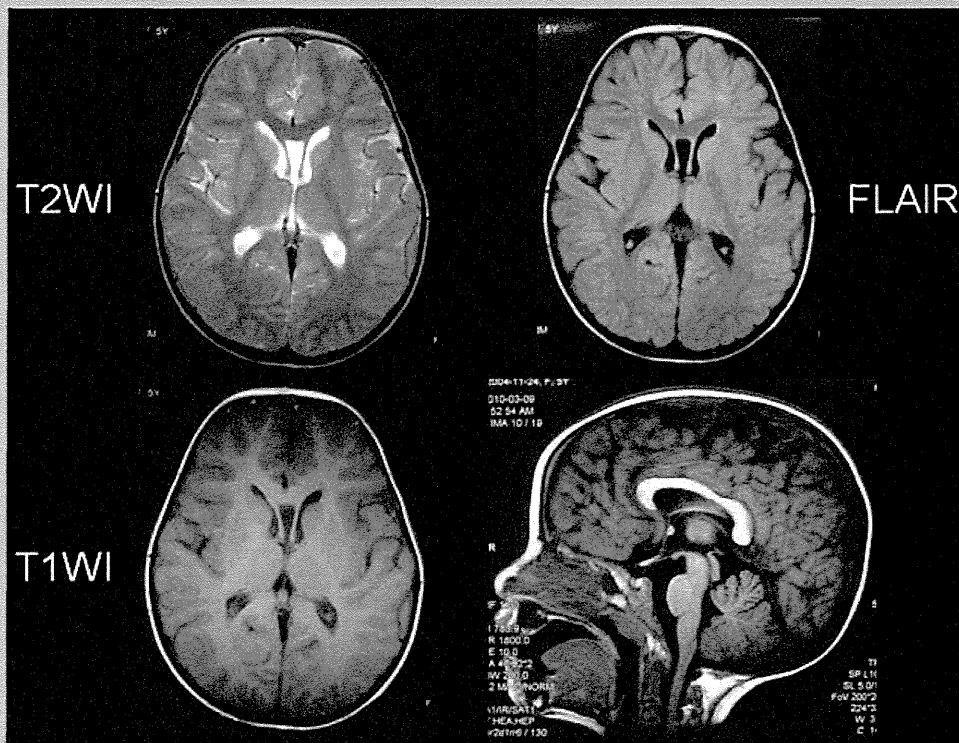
Brain MRI at the age of 5 years. T1-, T2-weighted, and FLAIR images at 3-Tesla show no clinically significant abnormality but faint patchy high-intensity areas in the frontal subcortical white matter on T2-weighted and FLAIR images.
